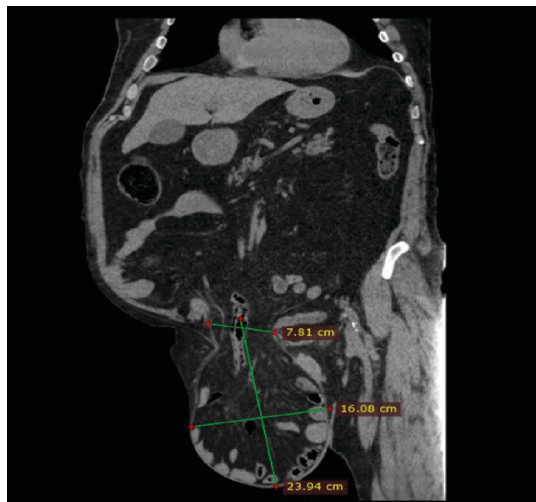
Изображение КТ: пахово-мошоночная грыжа с размерами грыжевого мешка и ширины грыжевых ворот. Сагиттальный срез
